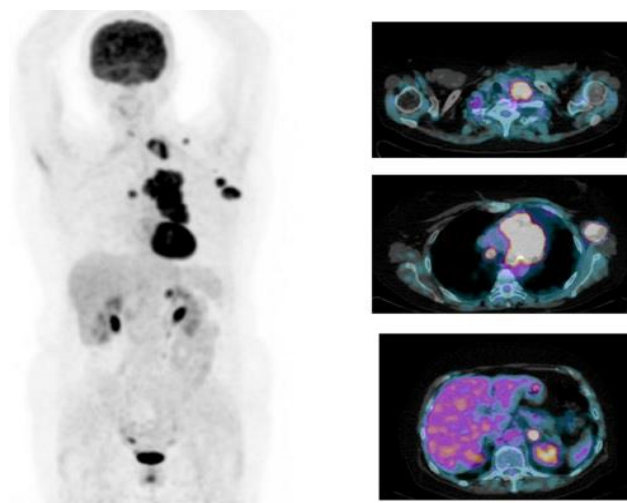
Tomografía por emisión de positrones con ^{18}F -FDG de una neoplasia de pulmón (Olivas Arroyo,2016).
